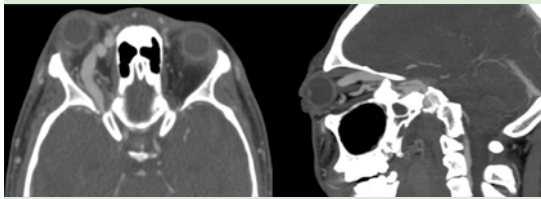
Tomografía computada contrastada donde se aprecia paso de medio de contraste al seno cavernoso o con gran ingurgitación de las venas oftálmicas superior e inferior (a nivel orbitario), con engrosamiento de los músculos extraoculares y exoftalmos derecho.
